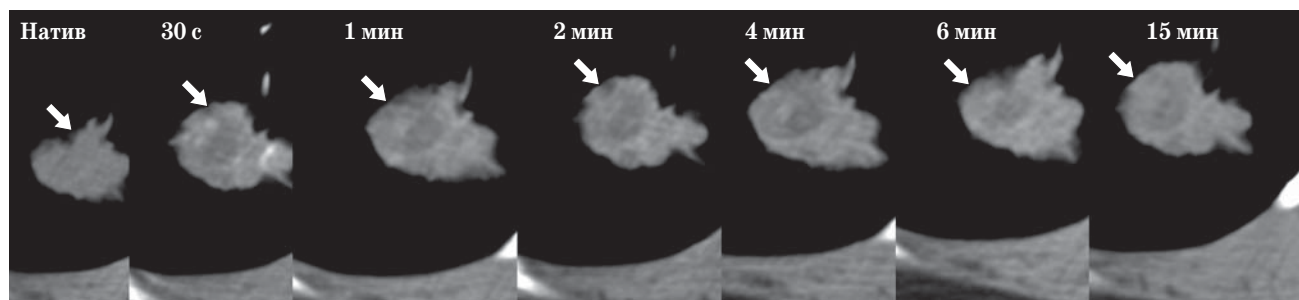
Динамическая КТ легких. Неравномерный характер накопления КВ в очаге (указано стрелкой).
